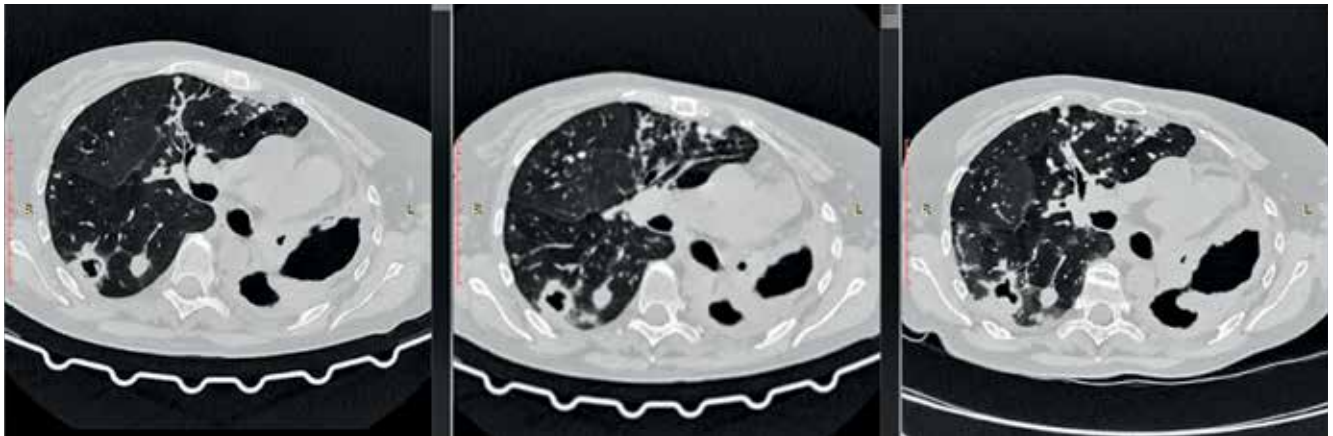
Сканы КТ ОГК до диагностической операции у 9 пациентов с легочным микобактериозом
